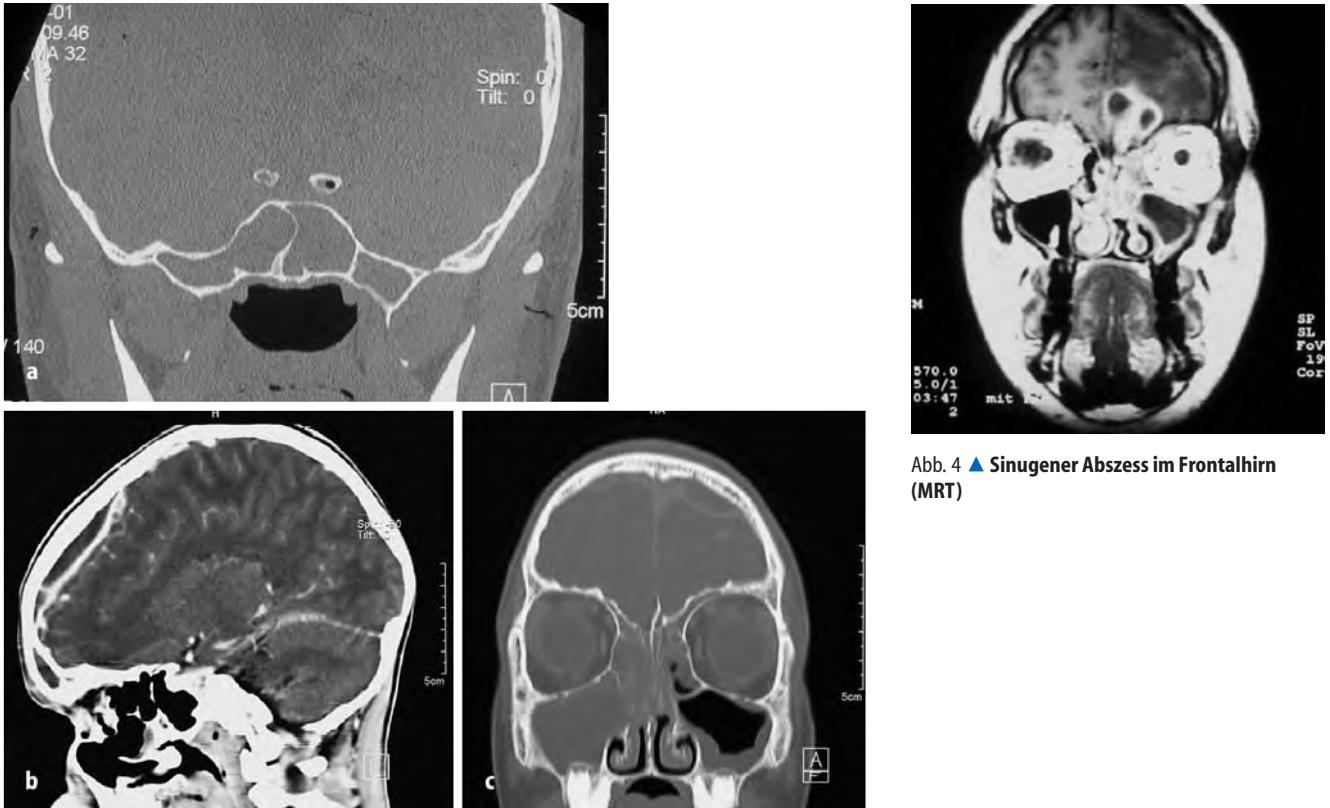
▲ 28-jähriger Patient mit eitriger Meningitis und Totalverschattung der Keilbeinhöhle im koronaren CT (a). Epiduraler Abszess bei einem 14-jährigen jungen Mann, ausgehend von Stirnhöhle und Siebbein. CT mit KM und Weichteilfenster sagittal (b) sowie CT mit Knochenfenster frontal (c). Klinisch starke Kopfschmerzen und Sepsis. Aufgrund der Ausdehnung kombiniert neurochirurgisches und HNO-chirurgisches Vorgehen
